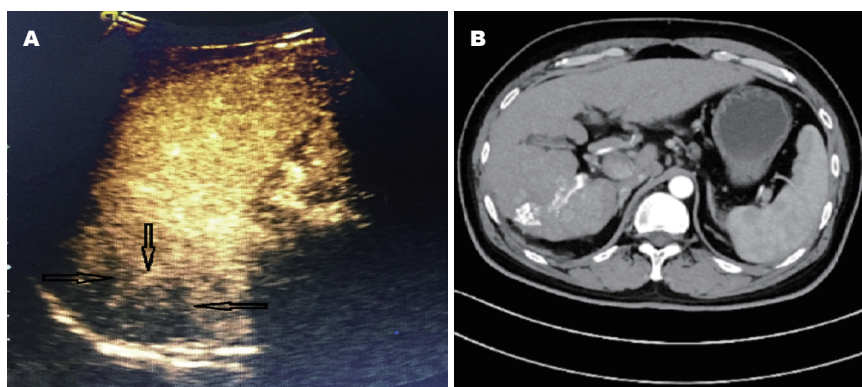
经导管肝动脉化疗栓塞术后病灶残留。A: 超声造影显示病灶局部增强; B: 增强CT显示病灶碘油沉积不均匀并存在强化区。
